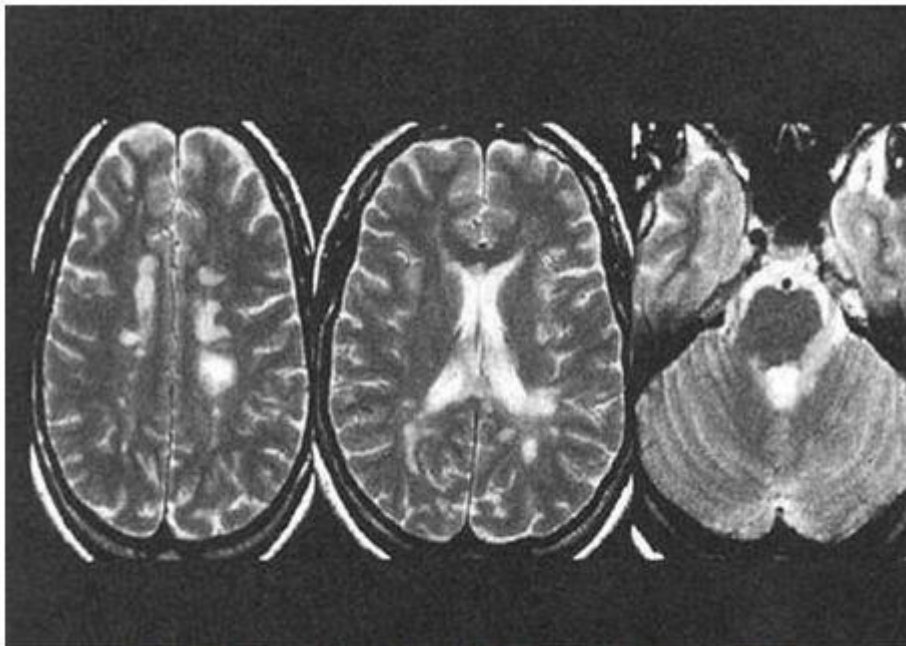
Imagen típica de EM en RMN encefálica.
